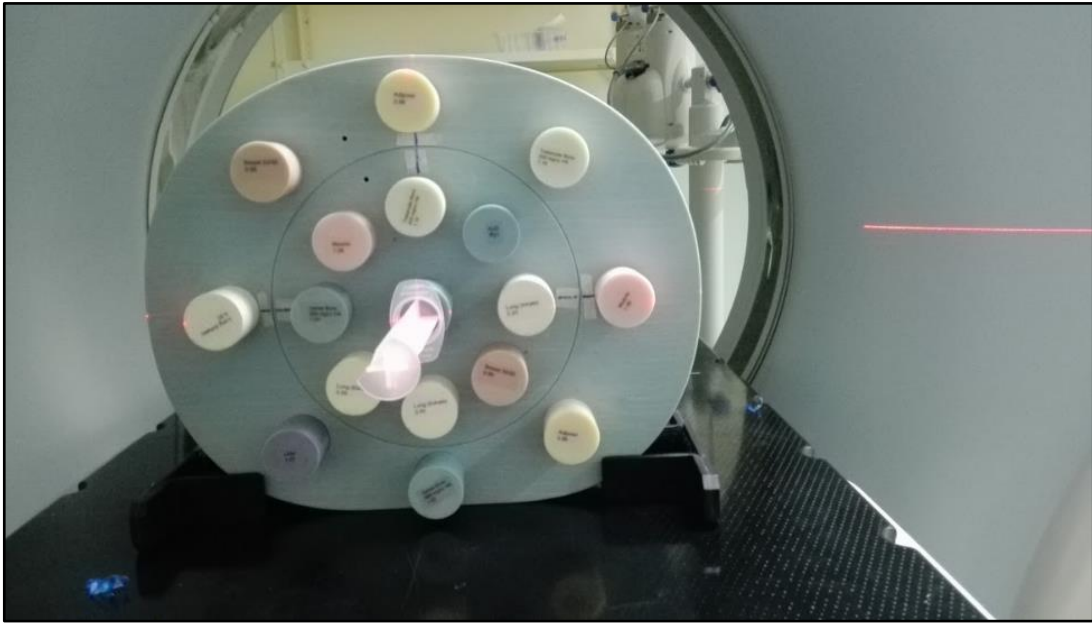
Alineación del fantoma al momento de la TC.
